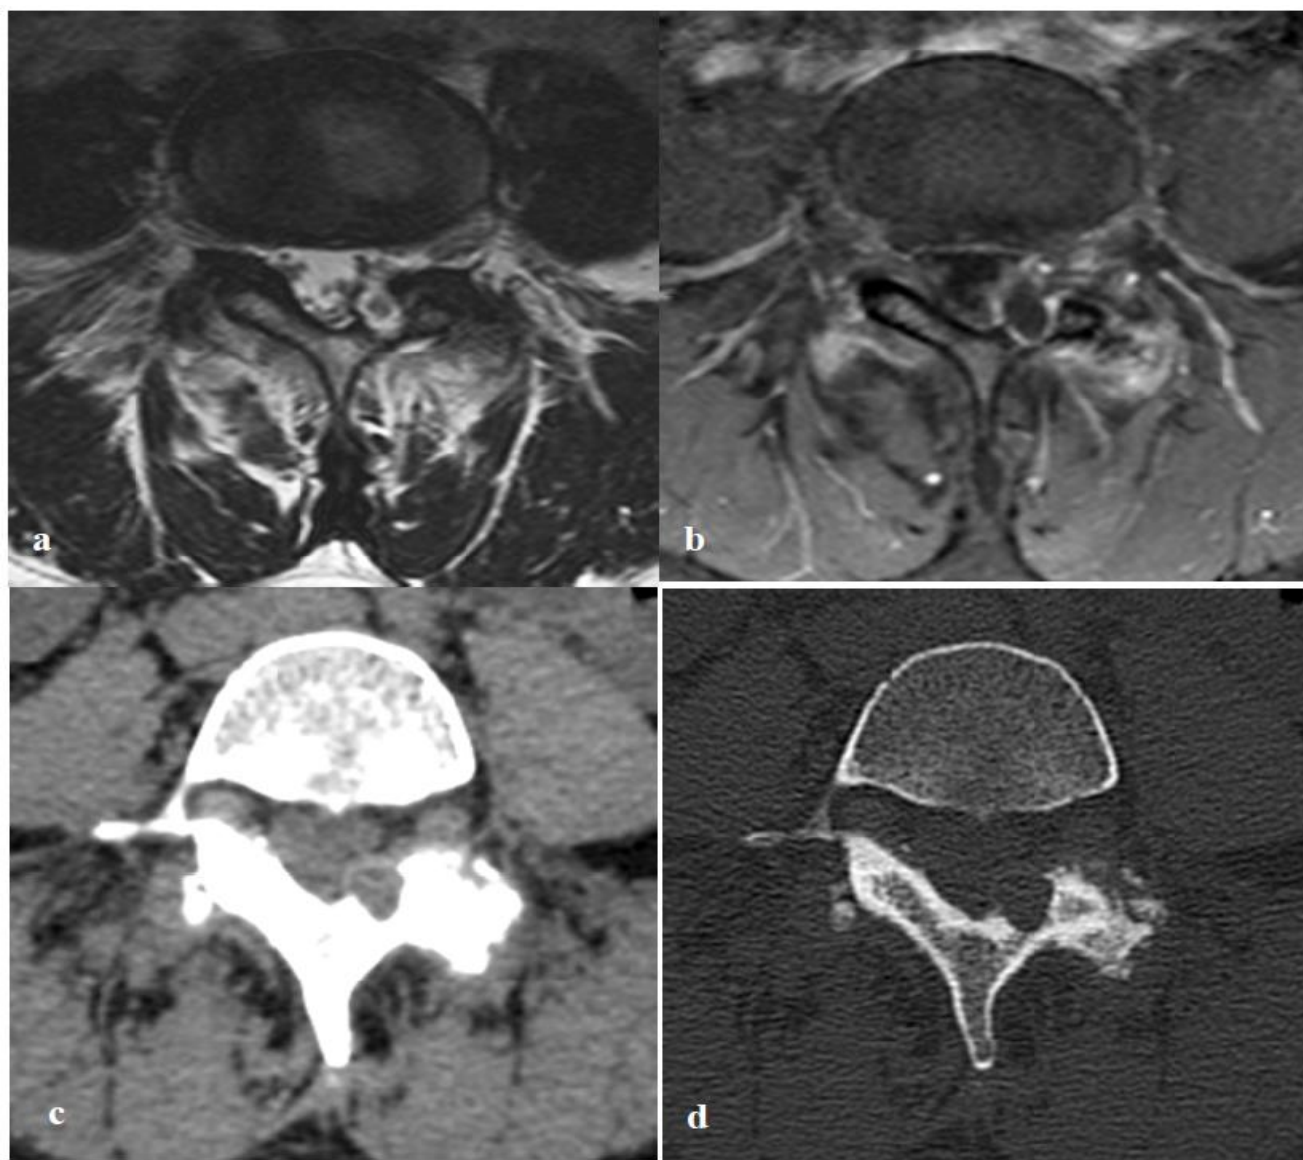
Kyste zygapophysaire antérieur L4–L5 gauche en IRM et en scanner. a T2 axial. b T1 axial après injection de gadolinium et saturation du signal de la graisse. c et d Reconstruction TDM axiales en fenêtres parties molles et osseuse a noter la Présence d'une érosion bien limitée de la lame gauche de L4 [82].
